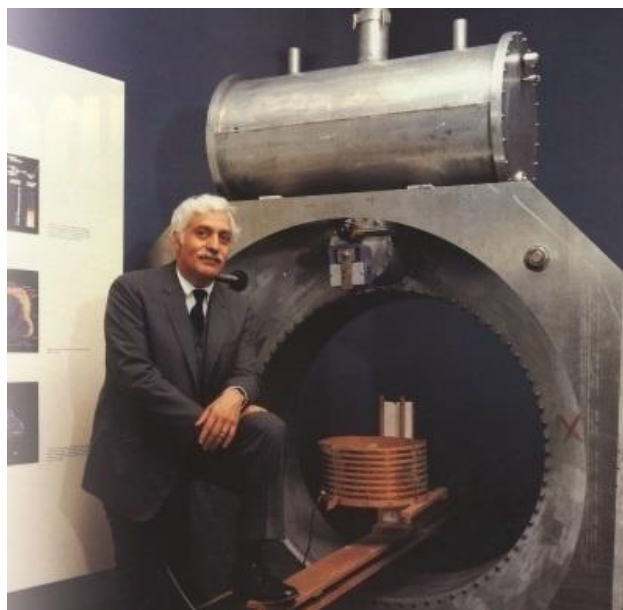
Otkrivači fenomena magnetske rezonancije (preuzeto s: <http://mpjinsung.tistory.com/73>)
